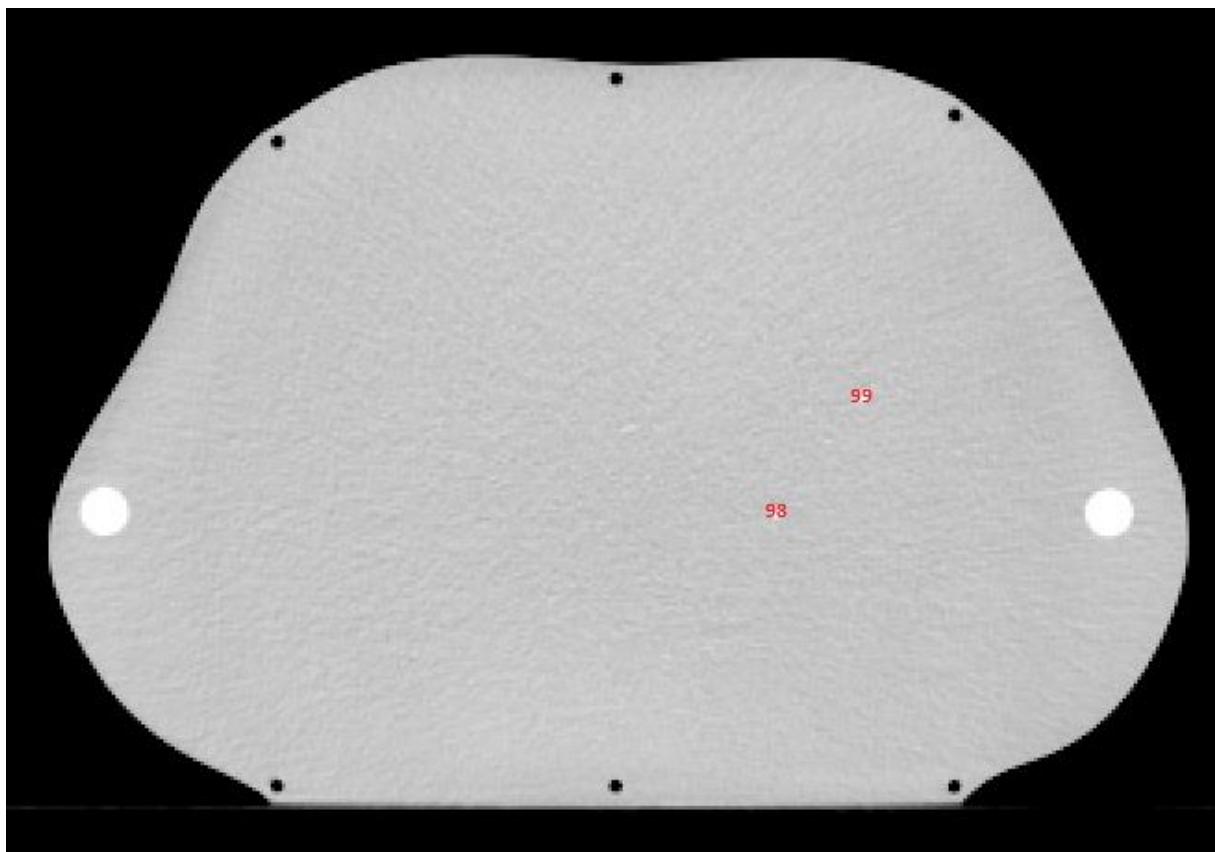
Dosimeterposisjoner CT-snitt 15 i lungefantomet.
